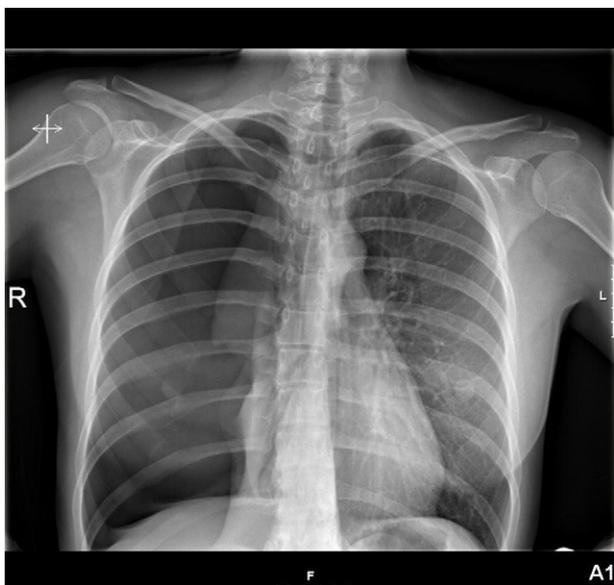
Radiografía de tórax de neumotórax derecho.
